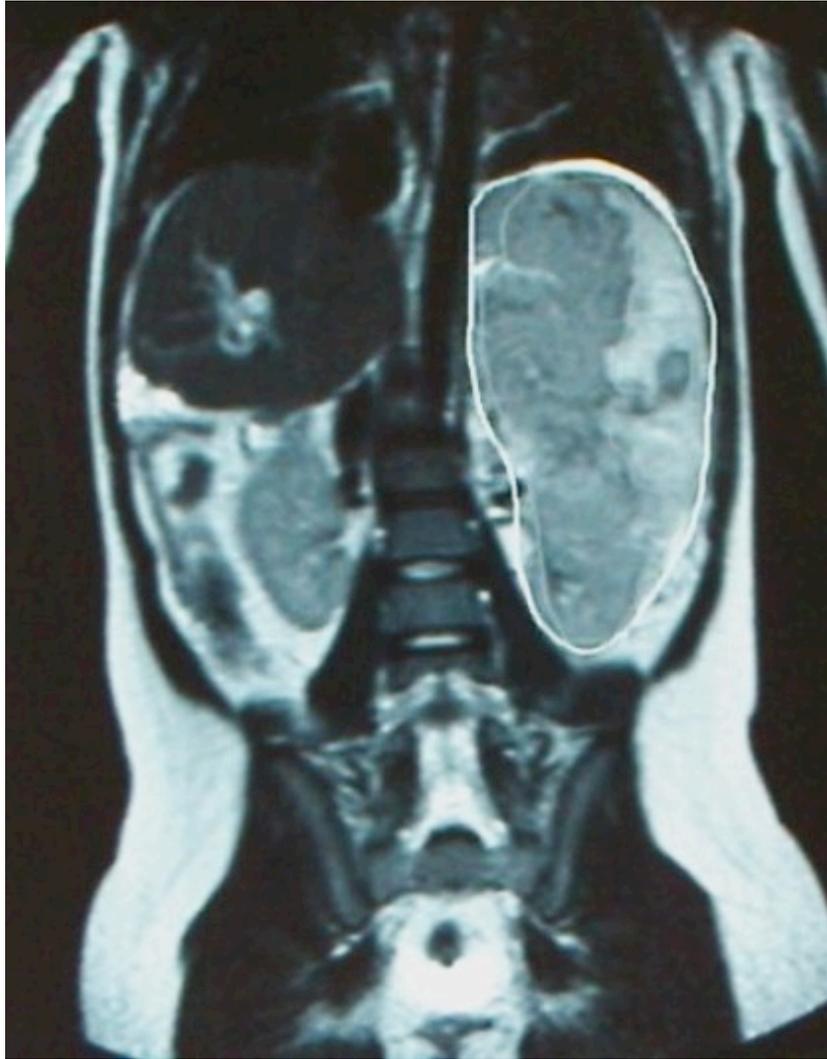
MRT-Bild, T2-gewichtet, nach Embolisierung (Fall 12).
